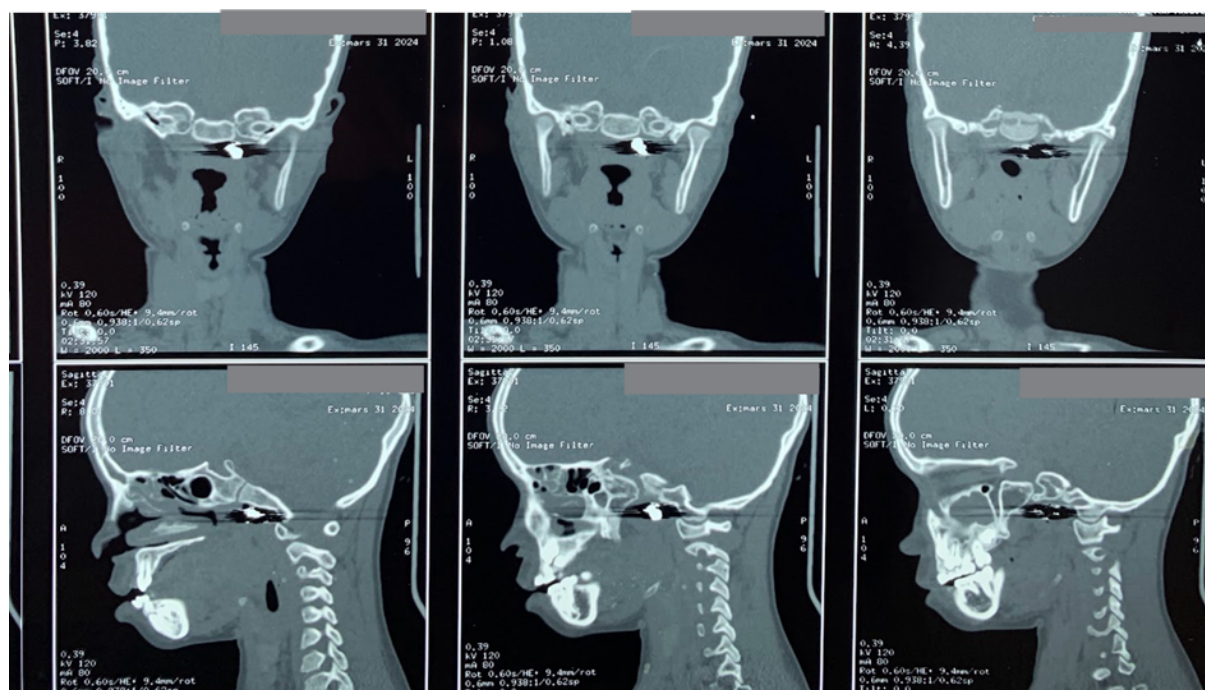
TDM cervico-faciale montrant un projectile métallique logé dans le cavum, sans lésion osseuse ni cérébrale associée (coupes coronales et sagittales) (Source : Photothèque du service d'ORL, Hôpital Militaire de Ouakam).
